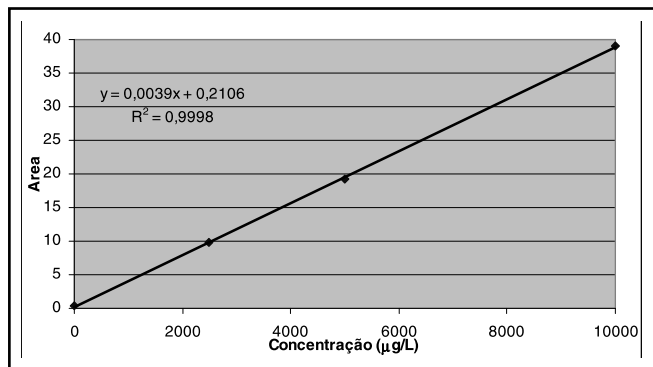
Curva de calibração com a solução TC de hidrogenoftalato de potássio.
